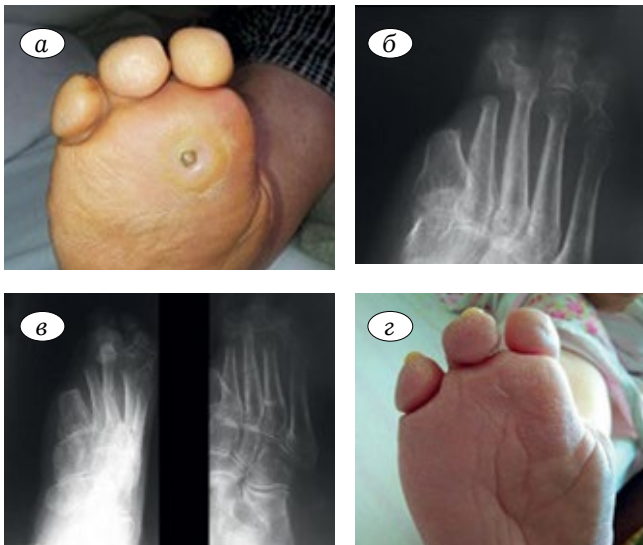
Вид стопы и рентгенограммы до (а, б) и через 2 мес после (в, г) операции у пациентки С., 54 лет. Диагноз: СД 1-го типа, СДС, нейропатическая форма, нейропатическая язва подошвенной поверхности в области плюснеклиновидного сустава. Операция: клиновидная резекция ладьевидной кости, подкожная удлиняющая тенотомия ахиллова сухожилия.
